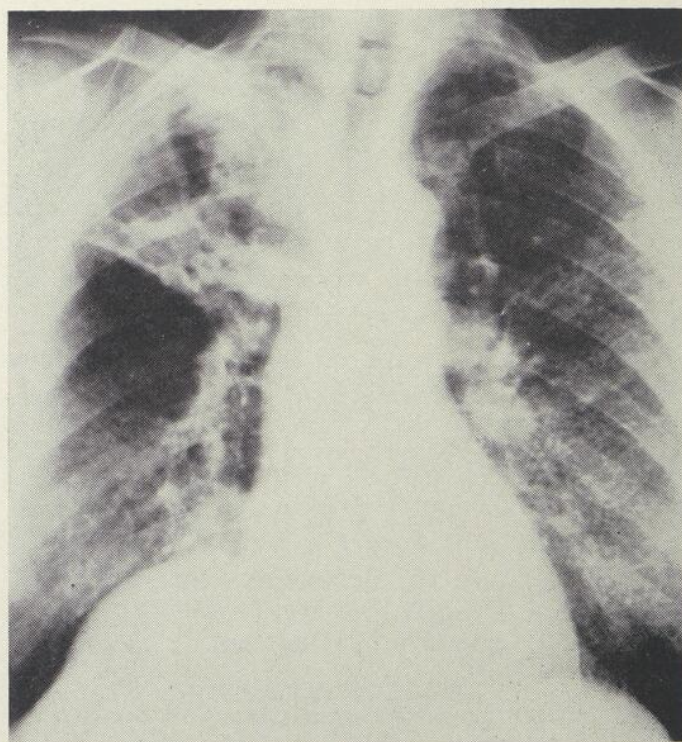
Cette radiographie révèle l'association de silicose, cancer bronchique et tuberculose.
